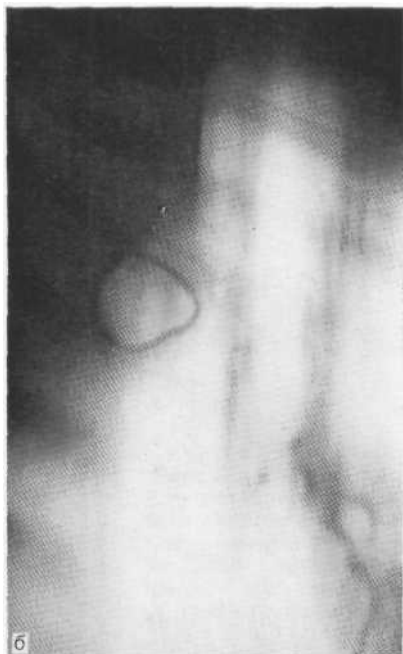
Боковые томограммы (а, б). Быстрое (в течение 12 дней) образование постпневмонической кисты из острого абсцесса.
